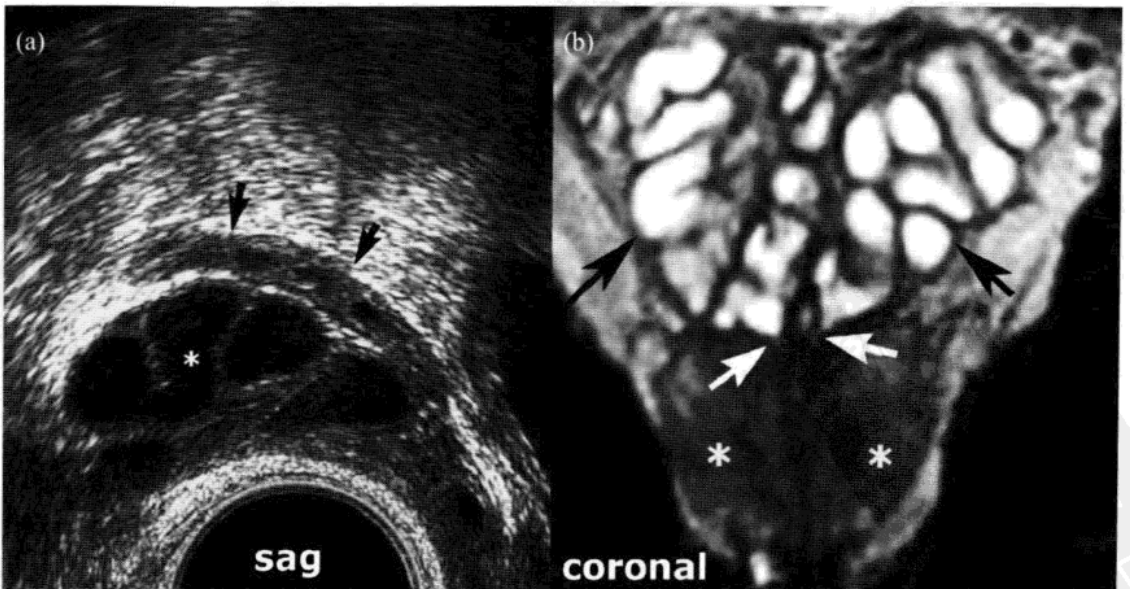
无精子症患者射精管部分性狭窄。射精量：2.1ml。(a)经直肠超声：精囊呈中度扩张(*)。输精管(黑箭)正常(b)直肠内 MRI，冠状位：双侧精囊早期明显膨隆(黑箭)。输精管和精囊尾侧汇合处正常表现(白箭)。双侧周围带炎性低信号(*)。
